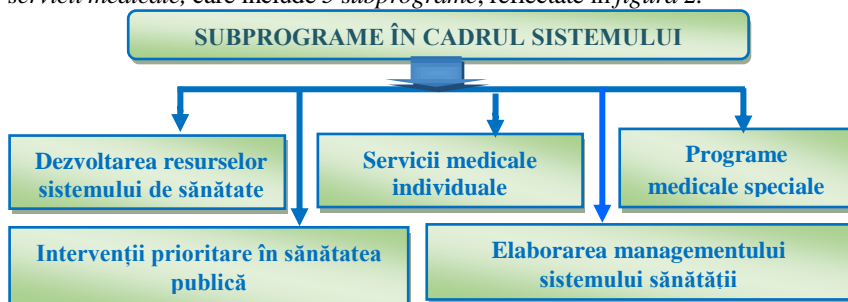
Subprogramele identificate în cadrul sistemului ocrotirii sănătății din RM
